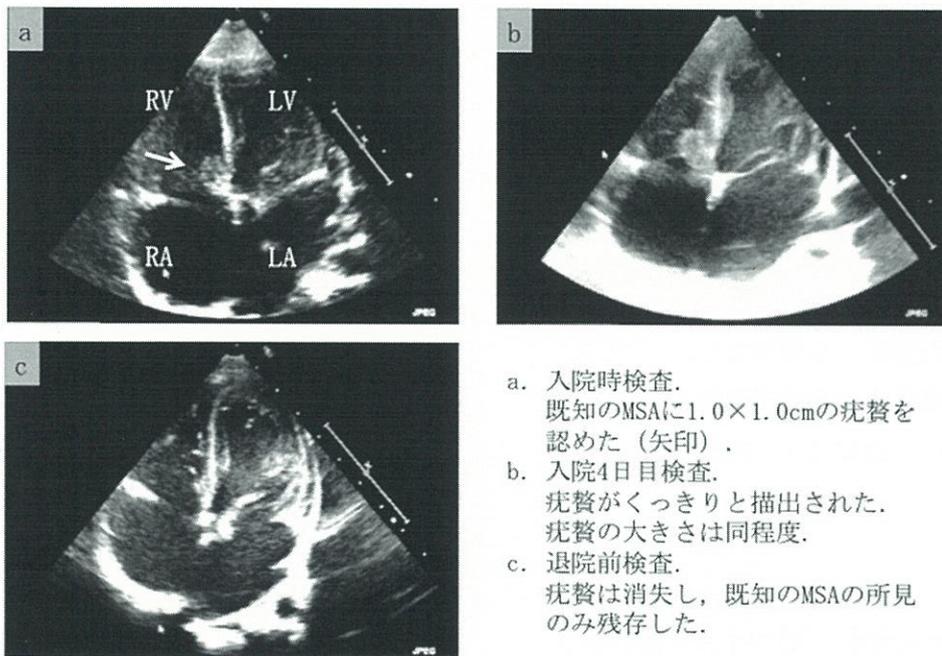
心臓超音波検査・四腔断面像における疣贅の変化。
